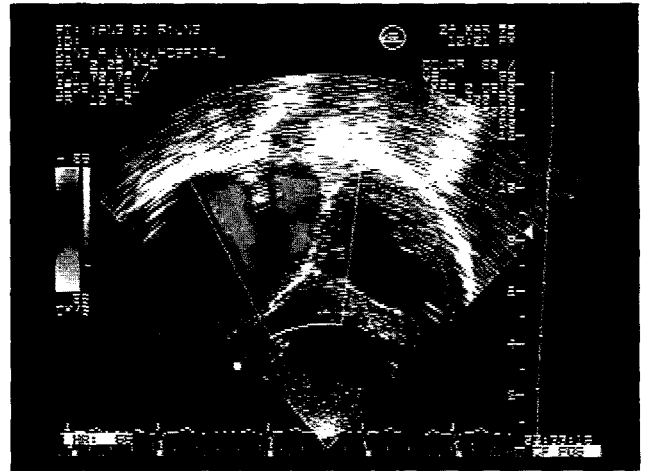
술전 심장 초음파 소견. 우심방 내의 관상정맥동이 커져있는 소견이 보인다.
